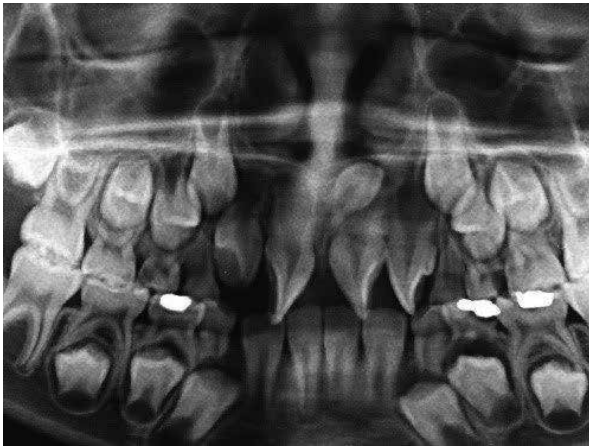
Radiografía panorámica. Odontoma.
